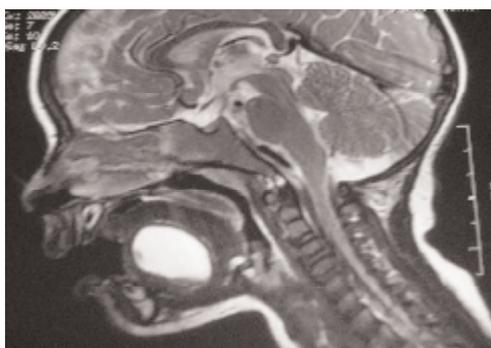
IRM : coupe sagittale en T2 formation du plancher buccal en hypersignal
